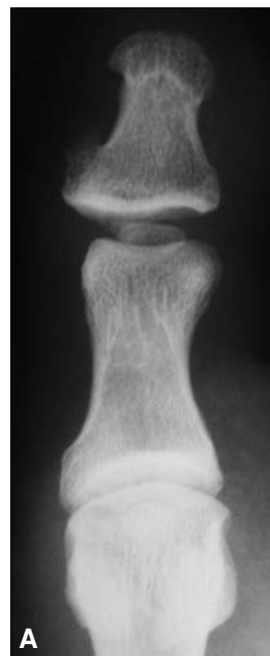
Radiografías antes de la reducción de un paciente con luxación de una AIFH de tipo II. A. Frente. B. Perfil. Obsérvese la interposición del sesamoideo en ambas proyecciones.
